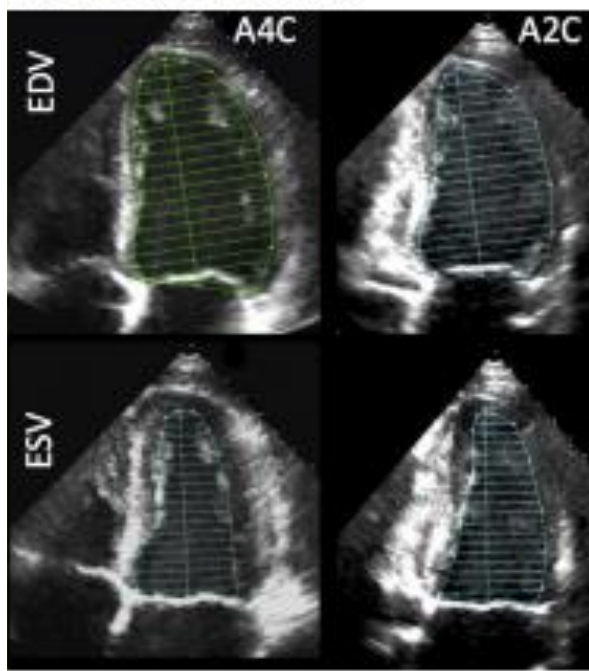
Representación de la medición de fracción de eyección mediante técnica de Simpson biplano. Extraído de Lang et al. Recommendations for cardiac chamber quantification by echocardiography in adults: An update from the American Society of Echocardiography and the European Association of Cardiovascular Imaging. J Am Soc Echocardiogr 2015;28(1):1-39.e14.
